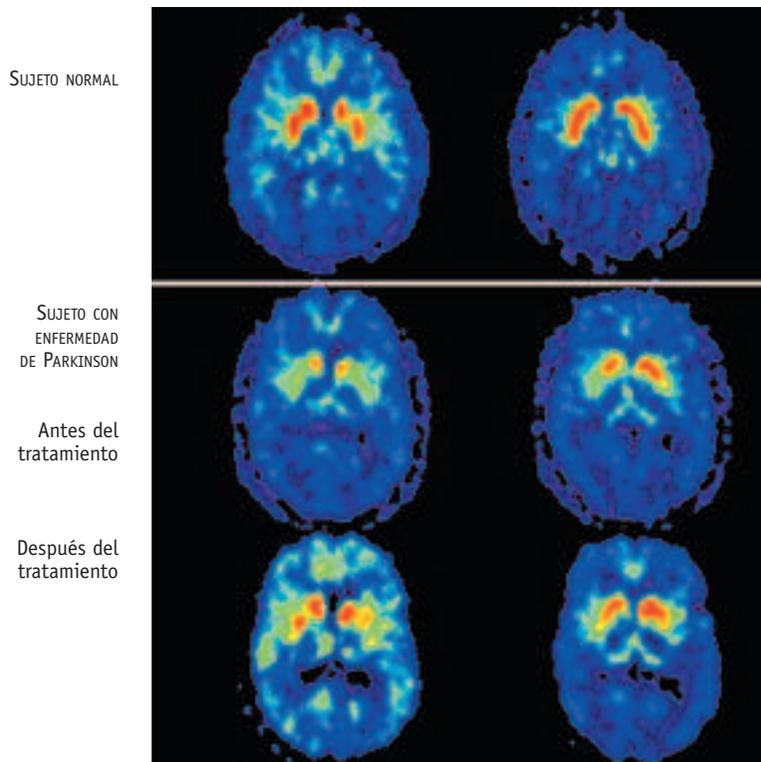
Imágenes de tomografía por emisión de positrones de sujetos sin la enfermedad de Parkinson y con ella. (Cortesía de la Universidad de California, Los Ángeles.)
